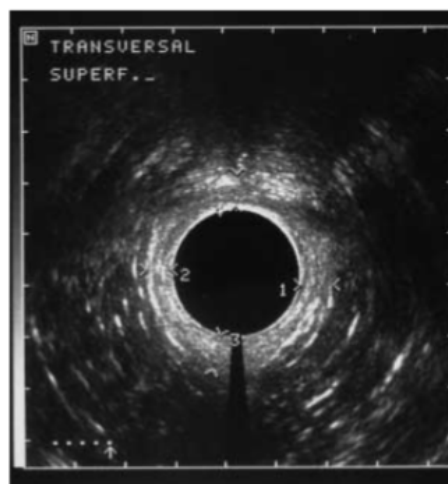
Ecografía endoanal (334)
